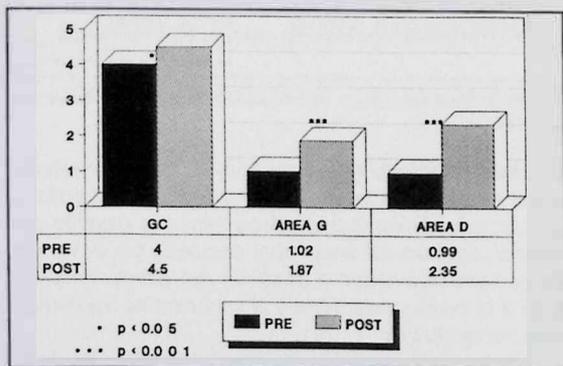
Comparación de resultados. GC: gasto cardíaco Area G: área calculada método de Gorlin. Area D: Área calculada método Doppler.
